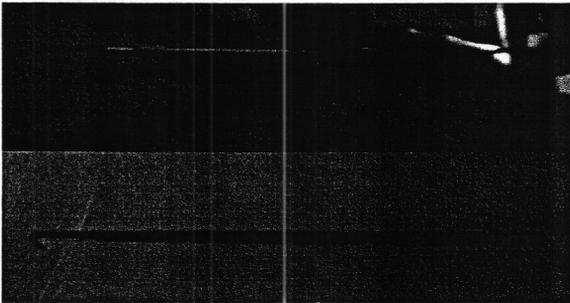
Rontgen servikotorakoabdominal posisi lateral
